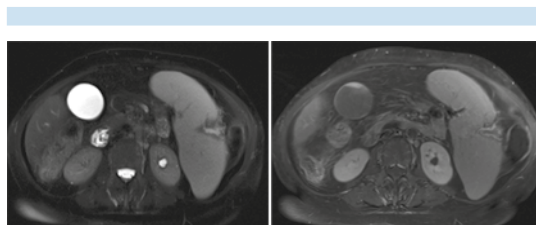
Selección de imágenes de resonancia magnética posterior al contraste intravenoso en un paciente con esplenomegalia secundaria a hipertensión portal.
